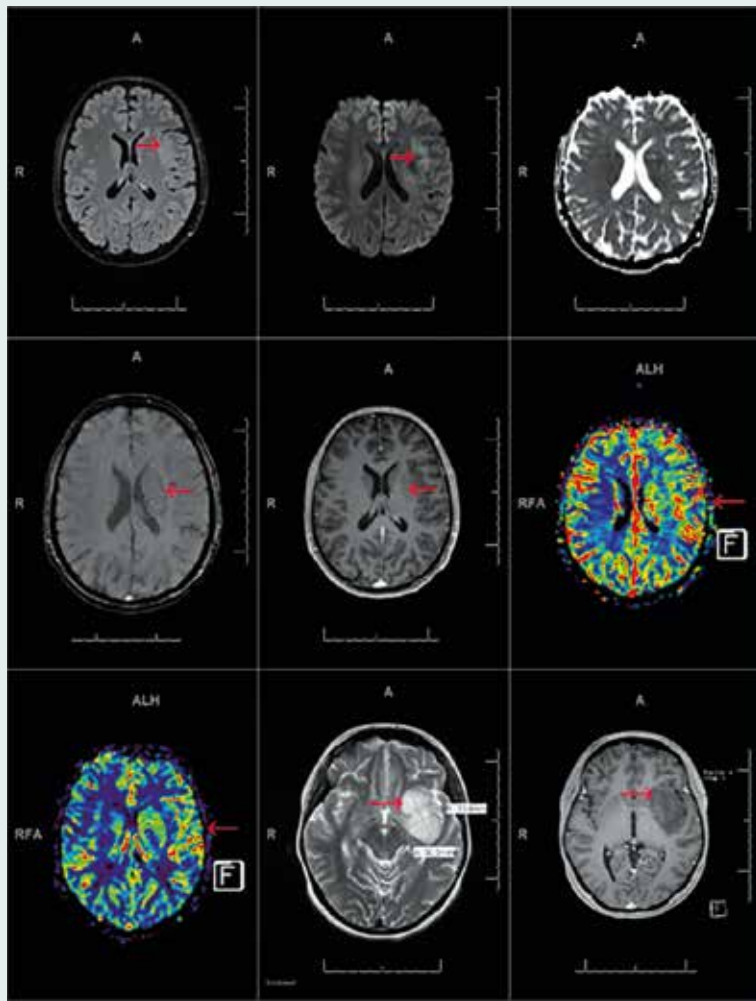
Proliferierendes Gliom mit Schwerpunkt in den Stammganglien links, initial gering FLAIR, DWI/ADC hyperintens (oben von links nach rechts) mit prominenten Tumorgefäßen in SWI, ohne Kontrastmittelanreicherung, aber mit erhöhtem relativem regionalen Blutvolumen (rCBV) in der MR-Perfusion (Mitte von links nach rechts) und deutlichem Wachstum im Verlauf (unten von links nach rechts: MR-Perfusion [rCBV], T2-Wichtung, T1-Wichtung mit KM)
